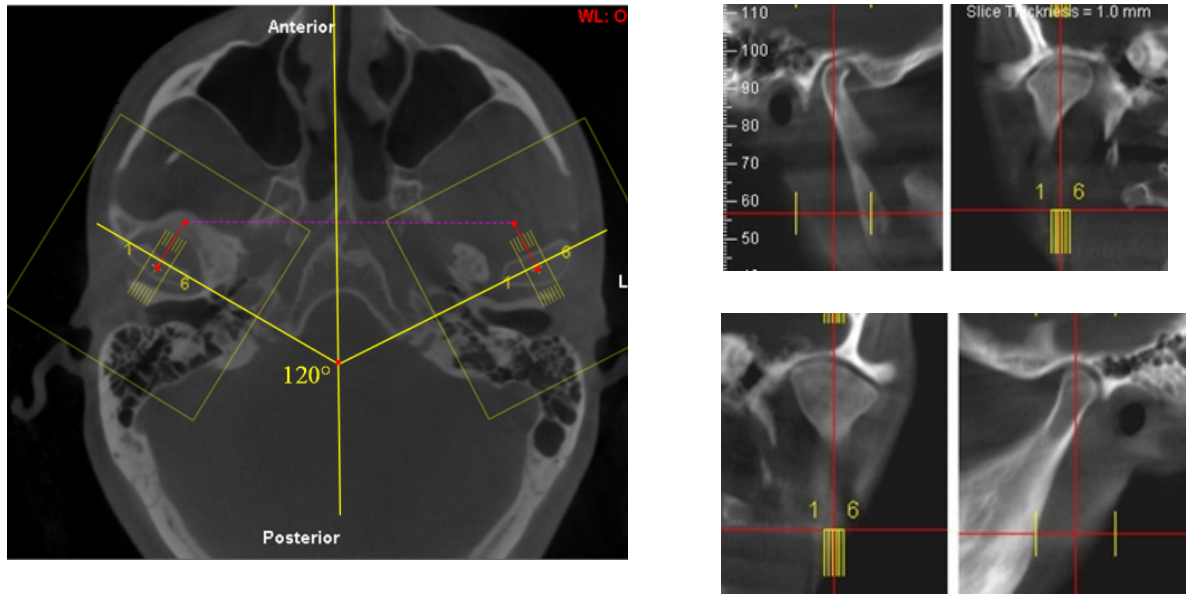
Томограммы пациентки И. после лечения
